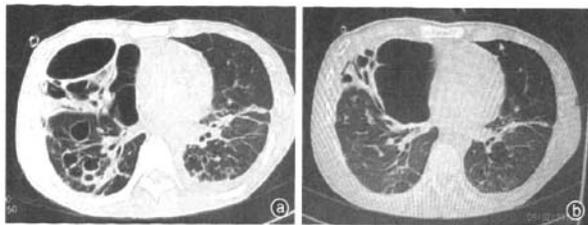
1例24岁男性危重症甲型H1N1流感患者胸部CT 2010年1月4日显示右肺包裹性气胸,双肺多发不规则片状、条索状致密影,双肺多发大小不一气囊,以右侧为甚(a);1月20日显示右肺包裹性气胸较前缩小,双肺多发不规则片状、条索状致密影明显吸收消散,双肺多发大小不一肺气肿明显减少(b)
